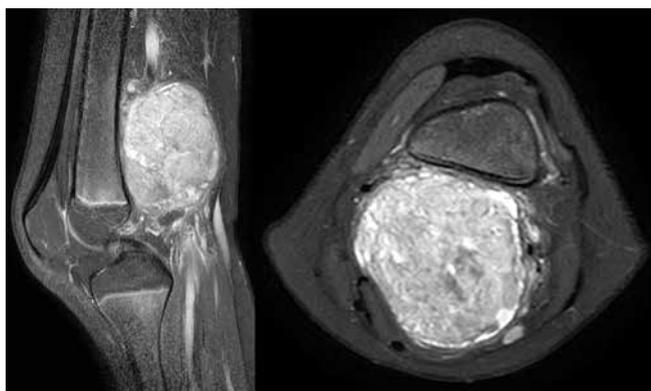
Магнитно-резонансная томография левой большеберцовой кости. Метастатический рецидив адамантиномы левой большеберцовой кости в подколенную область
